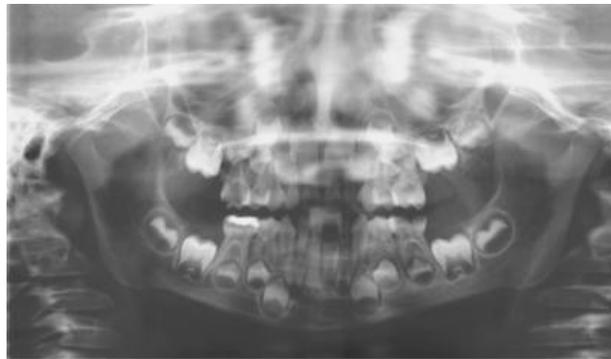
Ortopantomografía⁶⁷
